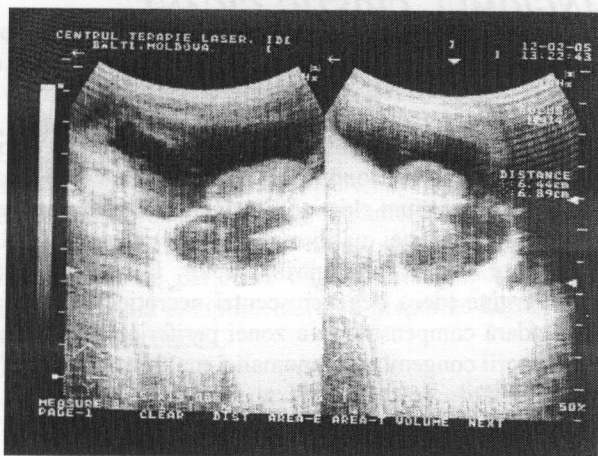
Pacienta M., 3 ani. Ecografie abdominală (explicații în text).
